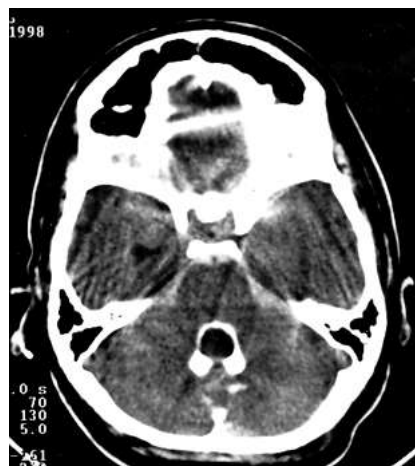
Cisternotomografia mostrando o contraste delineando um cisticerco no interior do quarto ventrículo.
